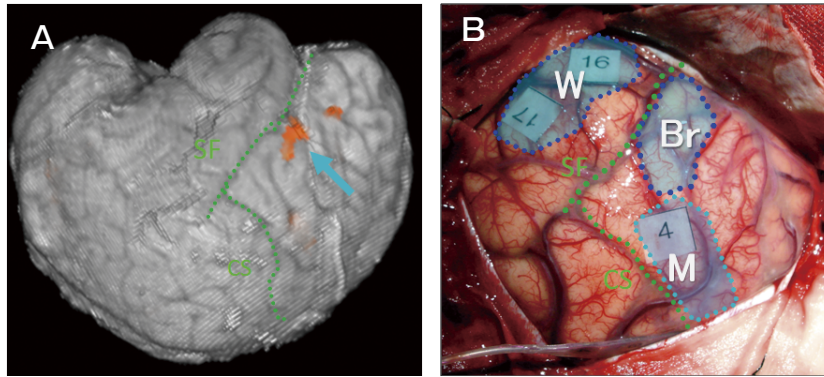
functional MRIによる脳機能マッピング
